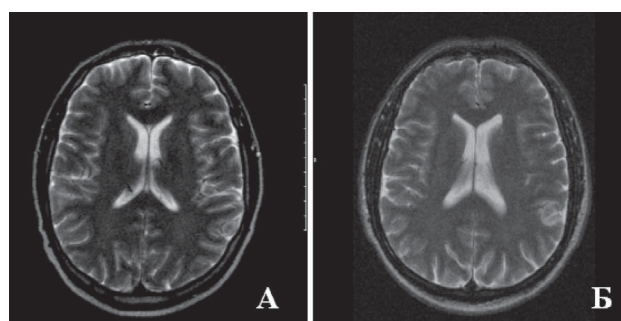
Сравнительная картина МРТ состояния перивентрикулярного вещества мозга у пациентов с ИБС, перенесших ОИМ без депрессивных нарушений, – очаговые изменения вещества мозга отсутствуют (А, Б)
